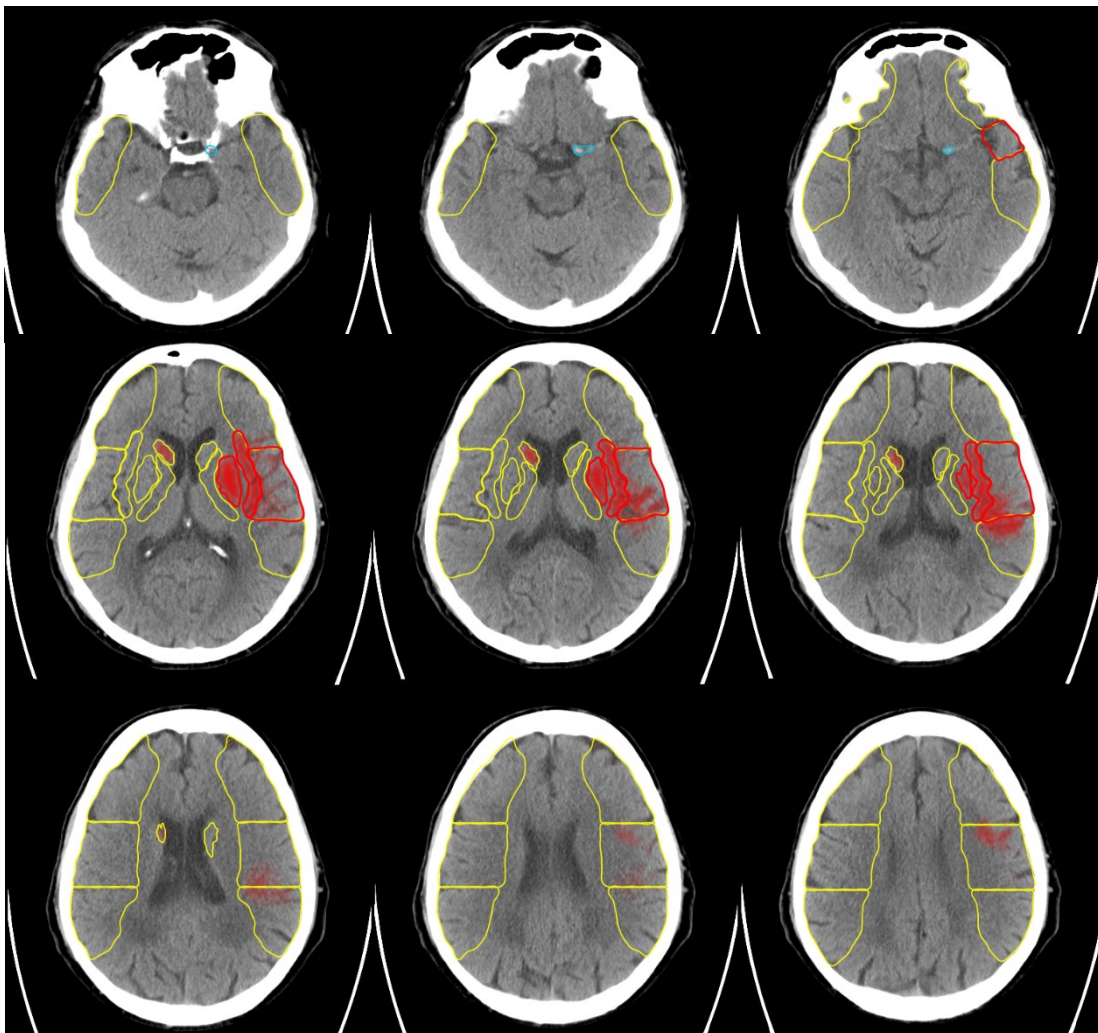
Immagini NCCT protocollo e-ASPECTS dell'ID caso 7, segmentazione delle aree ASPECTS (linee in giallo) con messa in evidenza delle aree di ipodensità acuta (aree e linee rosse) e dei vasi iperdensi (linee azzurre).
